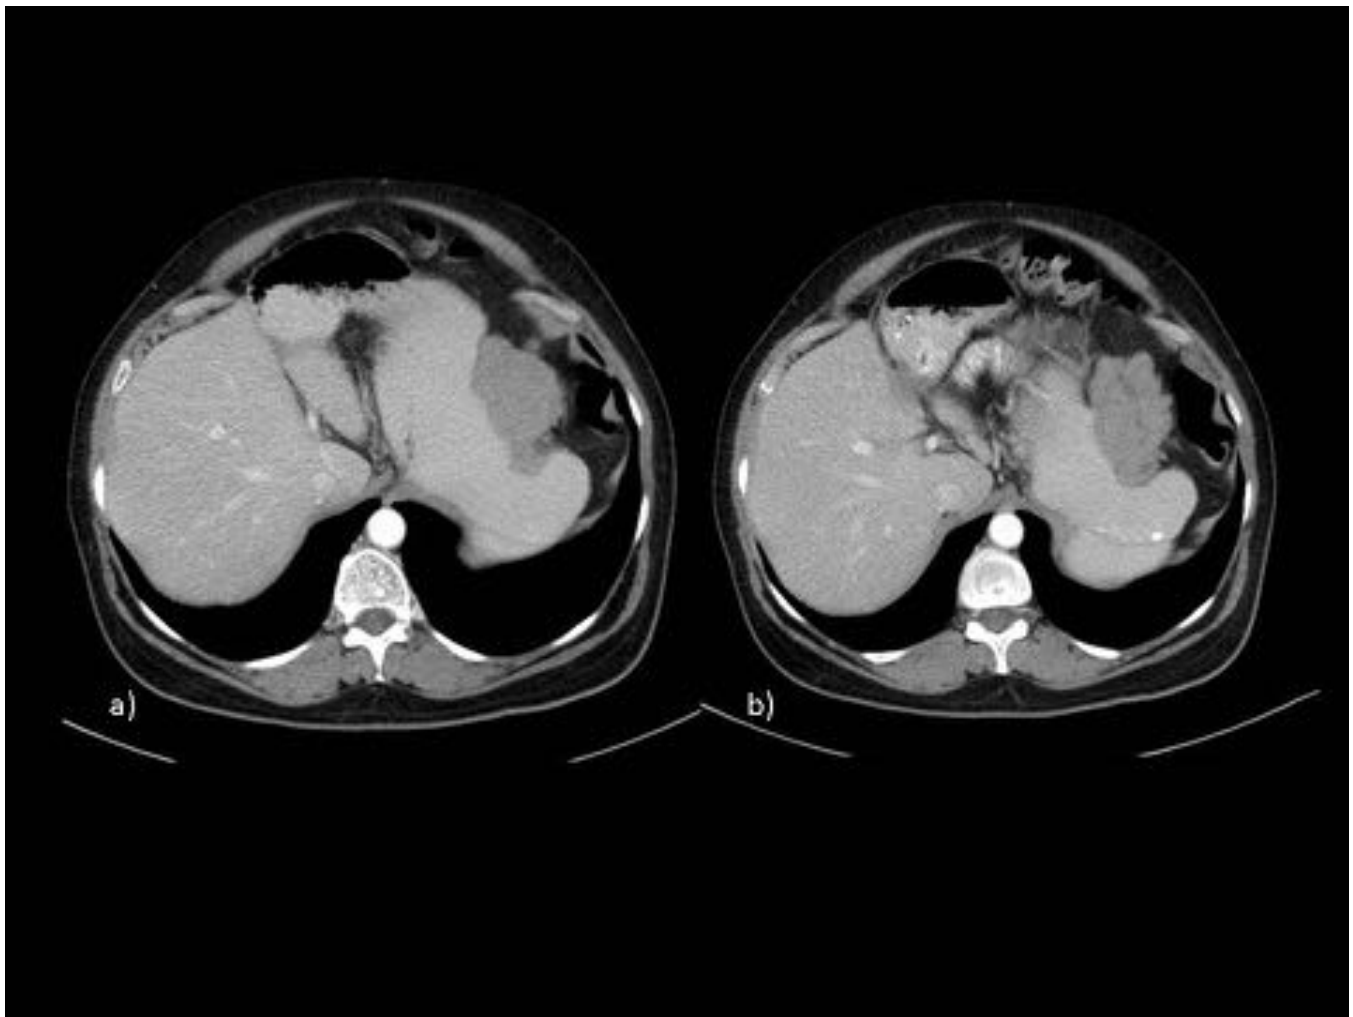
TC con CIV. Masa submucosa de crecimiento exofítico, homogénea, de contornos multilobulados, dependiente de cuerpo gástrico a nivel de curvatura mayor. GIST.
